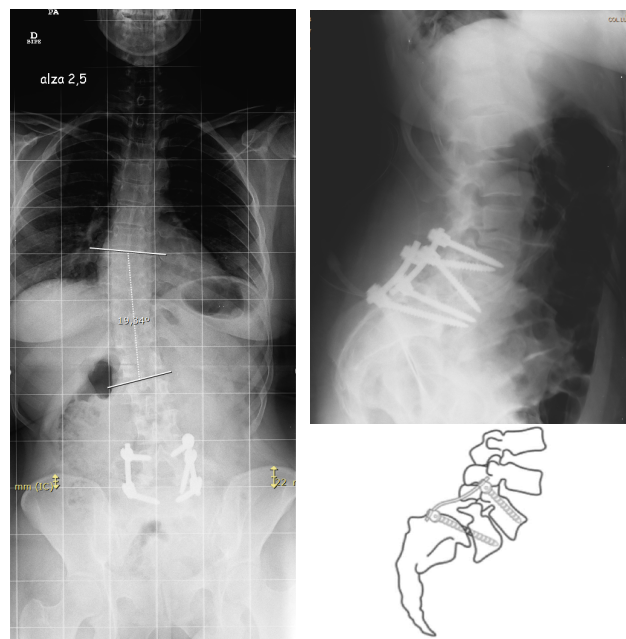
Radiografías de control postquirúrgicas: Escoliograma (mejoría ángulo Cobb de 32° preoperatorio a 19° postoperatorio). Radiografía lumbosacra lateral, con artrodesis instrumentada posterior transdiscal L4-S1 (técnica Abdu).
